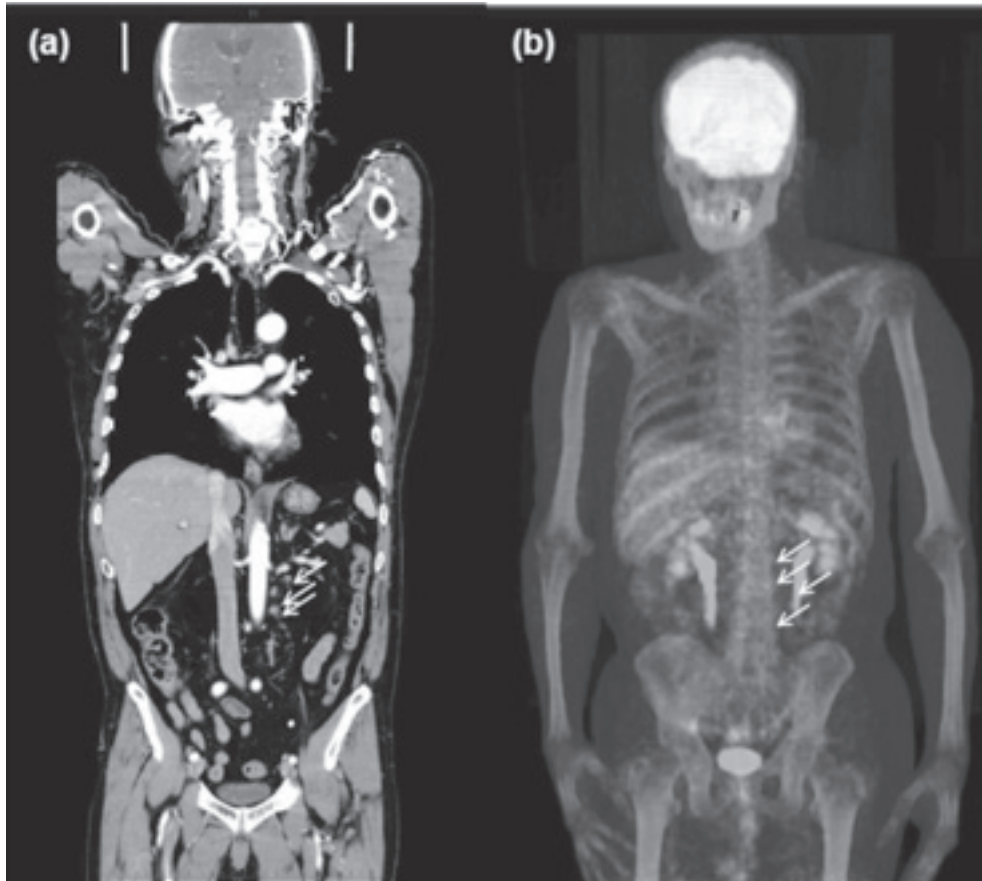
Chest/abdominal enhanced CT and ^{18}F -FDG PET after anti-tuberculosis therapy. The size of para-aortic and left common iliac artery lymph nodes was reduced (arrows) (a). ^{18}F -FDG accumulations disappeared in those lymph nodes (arrows) (b).
